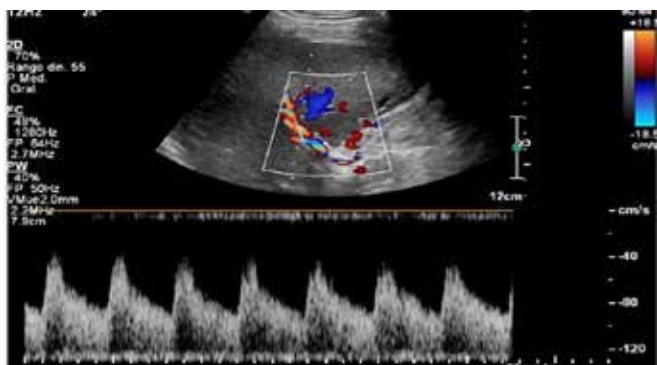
Ultrassonografia com análise Doppler, cujo diagnóstico de trombose foi evidenciado pela alteração no fluxo. O trombo não foi caracterizado ao modo B.<sup>9</sup>
